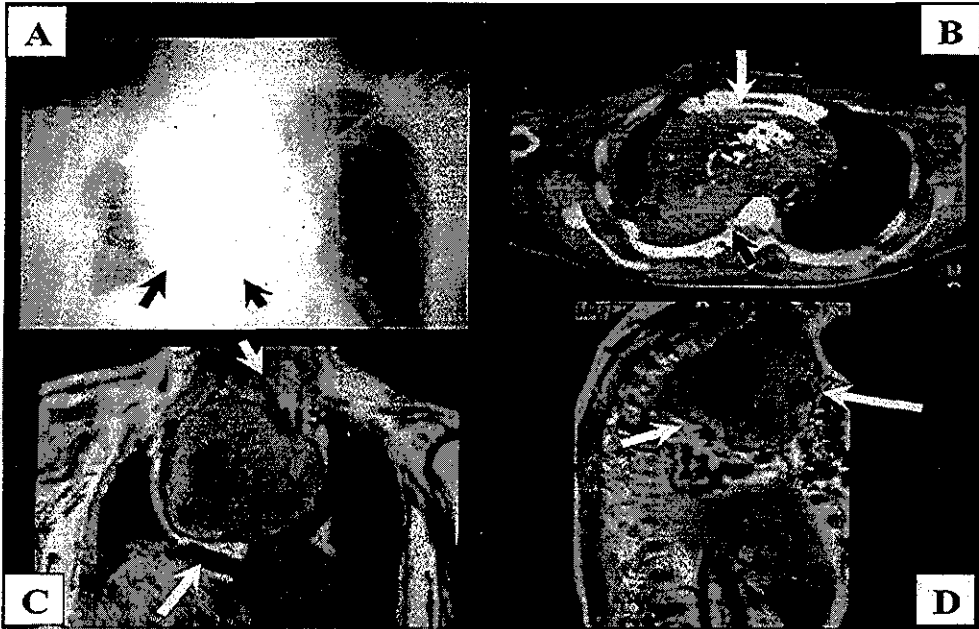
Bocio retroesternal A. Rayos X tórax PA. Existe ensanchamiento mediastinal mayor hacia el lado derecho de contorno lobulado (flechas). B. TCH con contraste. Hay una gran lesión retroesternal que desplaza la tráquea hacia la izquierda. Se observan imágenes con densidad cálcica en su interior (flechas). C. RM T1 coronal y D sagital. La lesión se encuentra en el mediastino anterior y superior su intensidad de señal es heterogénea, mostrando el área central mas hipointensa (flechas)
